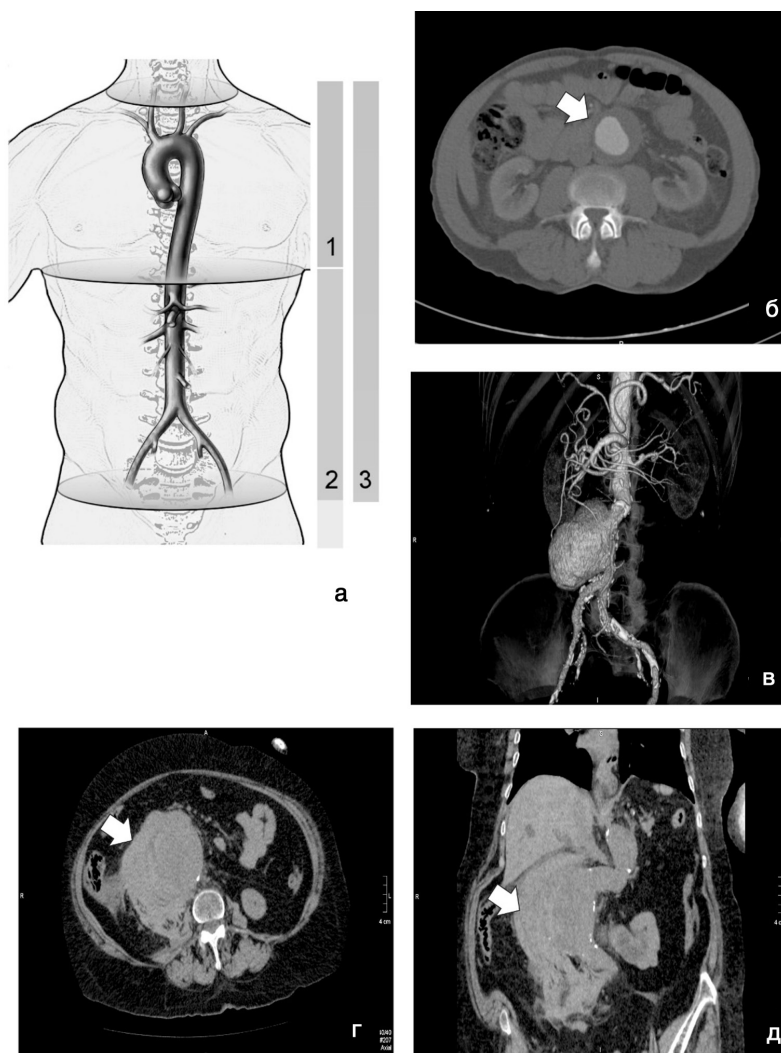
МСКТ в диагностике АБА: (а) зона сканирования: 1 — грудной аорты; 2 — брюшной аорты; 3 — всей аорты (оценочная). Неосложненная аневризма на аксиальных срезах с контрастированием определяется как округлое образование кпереди от позвоночника (б), тот же случай — объемная реконструкция (в). МСКТ-признаки разрыва аневризмы: забрюшинная гематома в виде диффузного пропитывания забрюшинной клетчатки на аксиальном срезе (г) и при реконструкции изображения (д)
